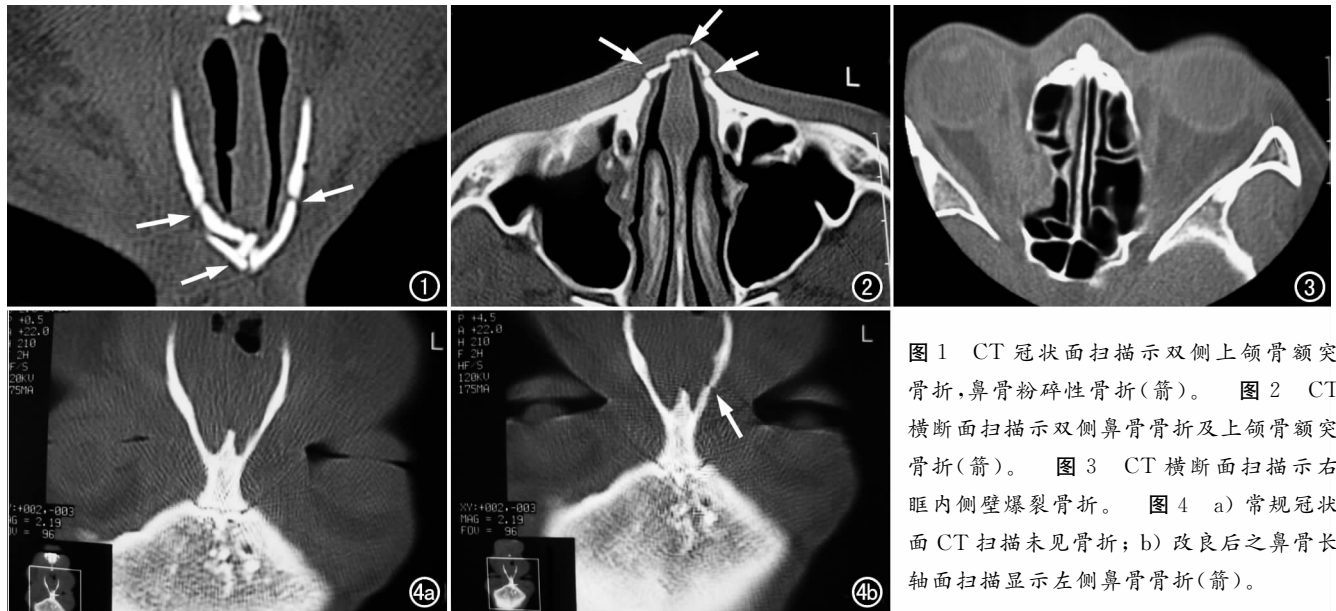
CT 冠状面扫描示双侧上颌骨额突骨折,鼻骨粉碎性骨折(箭)。图 2 CT 横断面扫描示双侧鼻骨骨折及上颌骨额突骨折(箭)。图 3 CT 横断面扫描示右眶内侧壁爆裂骨折。图 4 a) 常规冠状面 CT 扫描未见骨折; b) 改良后之鼻骨长轴面扫描显示左侧鼻骨骨折(箭)。
